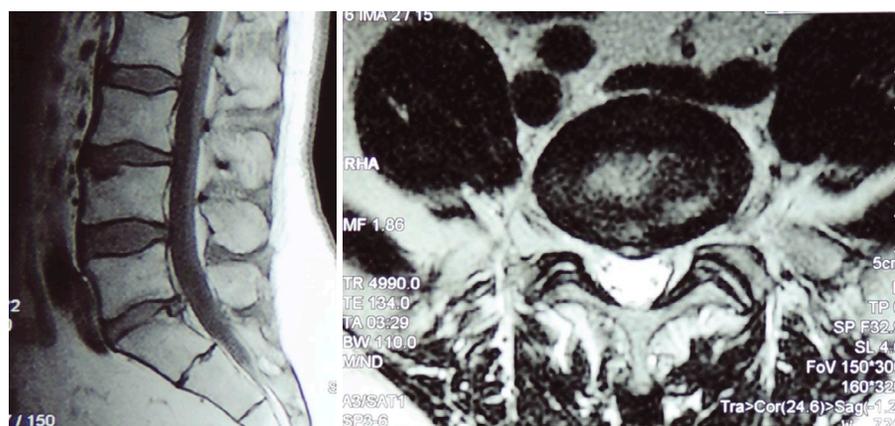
МРТ через год после выполнения пункционной нуклеопластики L5-S1.
